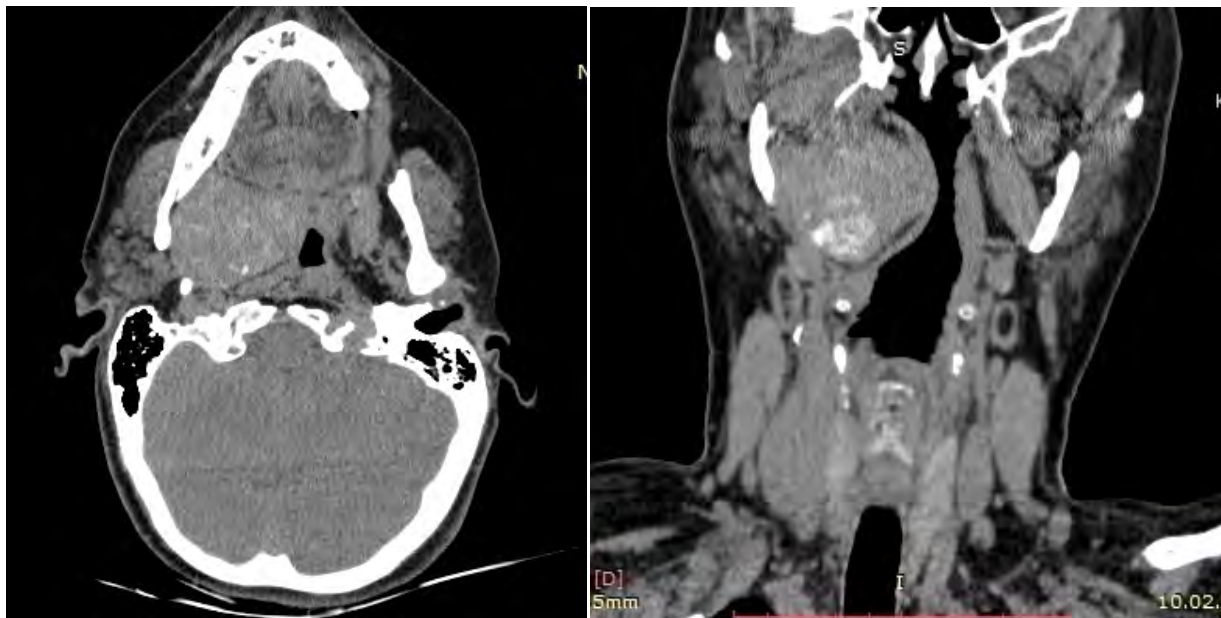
КТ голови, шиї з внутрішньовенним контрастуванням. Плеоморфна аденома ротової частини глотки справа. Локалізація у престілоїдному відділі ПФП (власні спостереження).
